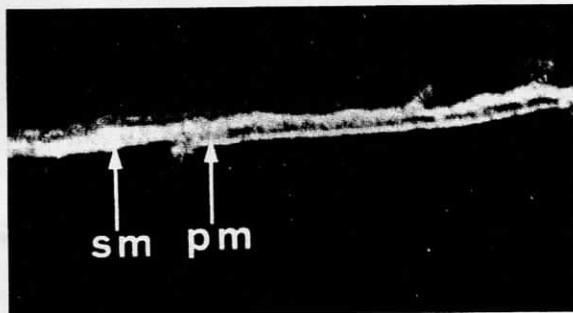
剥離切除胃標本の超音波断層像 漿膜層と固有筋層を剥離して水槽中で得たもので、第3層が粘膜下組織層、第4層が固有筋層であることが同定できる。
